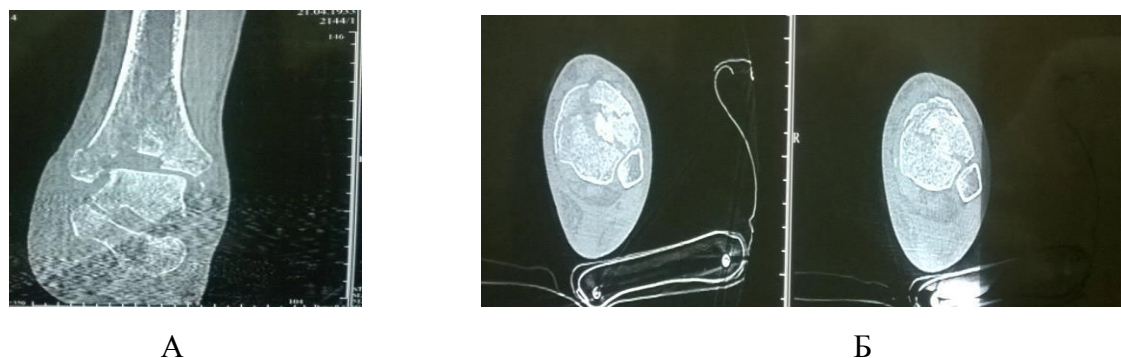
Компьютерные томограммы левого голеностопного сустава (горизонтальный (А) и сагиттальный (Б) срезы) больной Н., 80 лет, ИБ№ 4896, при поступлении в клинику: четко визуализируются импрессионный перелом дистального эпиметафиза большеберцовой кости, с преимущественным повреждением передних отделов большеберцовой кости. По АО/ASIF тип 43С3.
